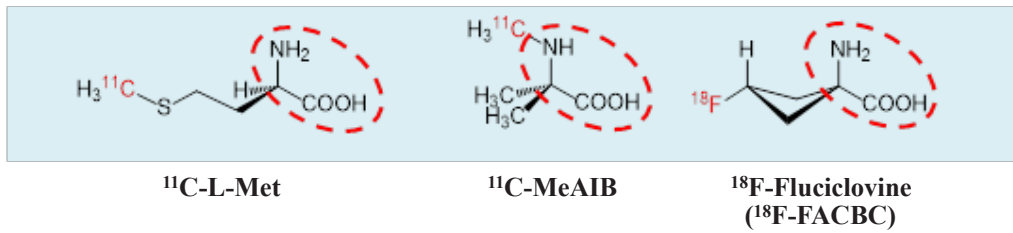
^{11}C -L-Met と post-FDG 人工アミノ酸 PET 薬剤
